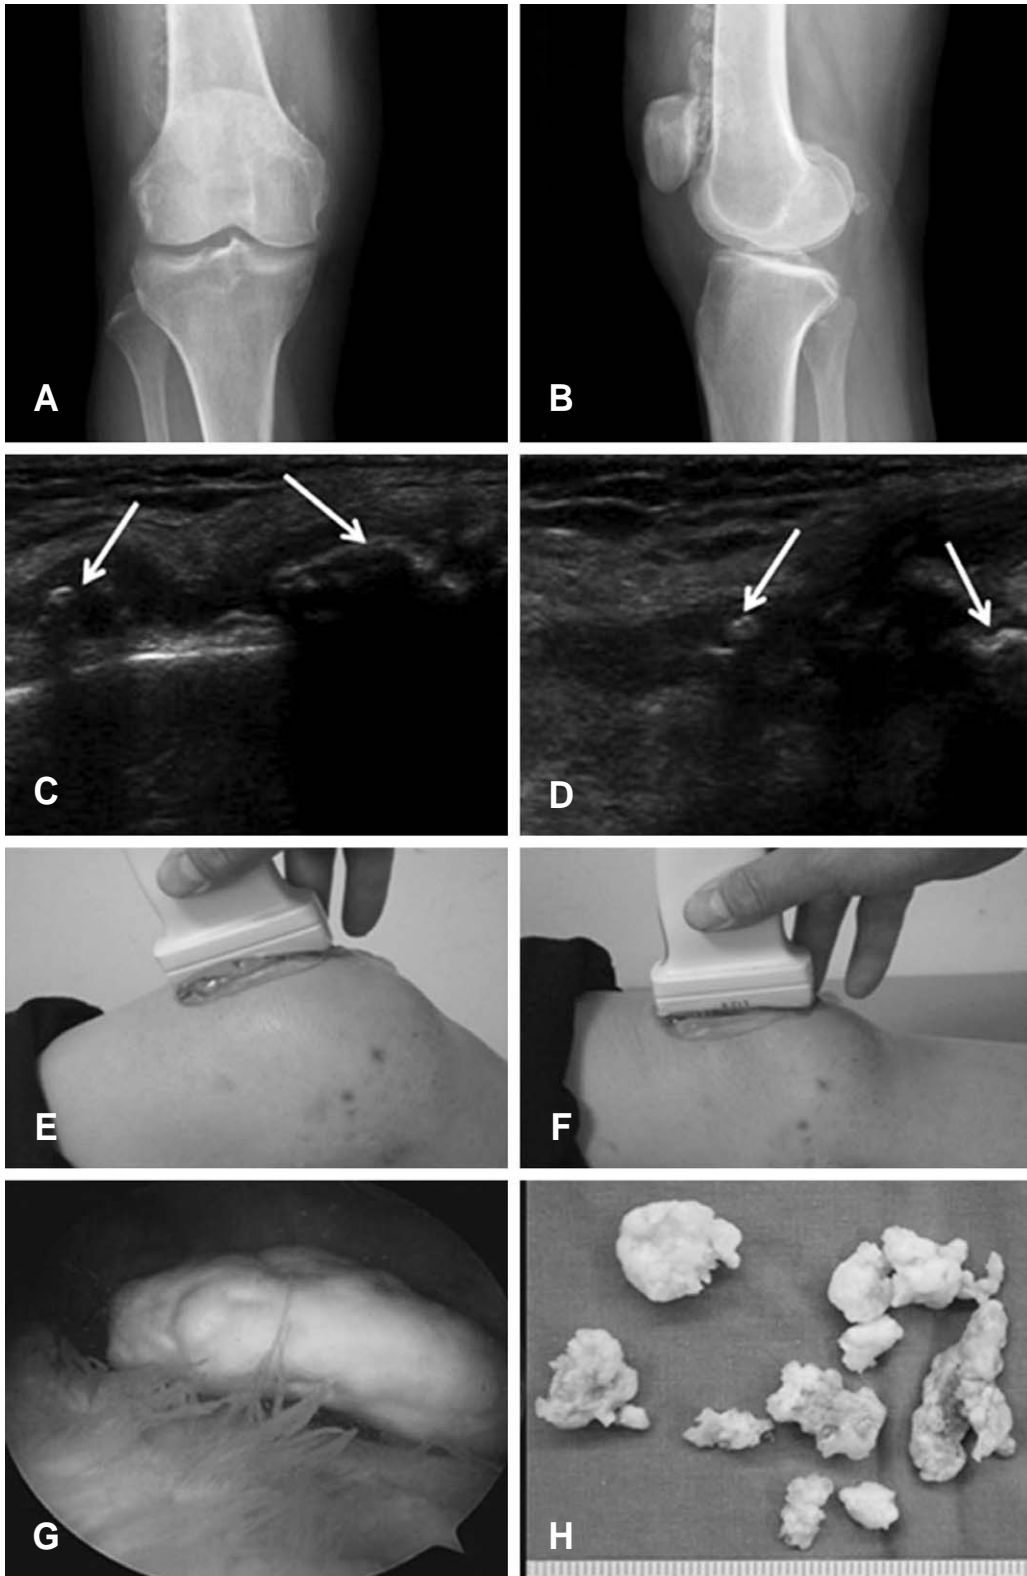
(A) Anterior-posterior and (B) lateral radiographs show multiple radiopaque lesions at suprapatella pouch. (C) Real-time ultrasound images demonstrating loose bodies with knee flexion and (D) knee extension, mean the movable loose bodies, (E) clinical photo showing the position of ultrasound probe with knee flexion and (F) knee extension. (G) Intraoperative arthroscopic finding of the huge loose bodies at suprapatella pouch and (H) clinical photo showing multiple loose bodies after arthroscopic removal.
